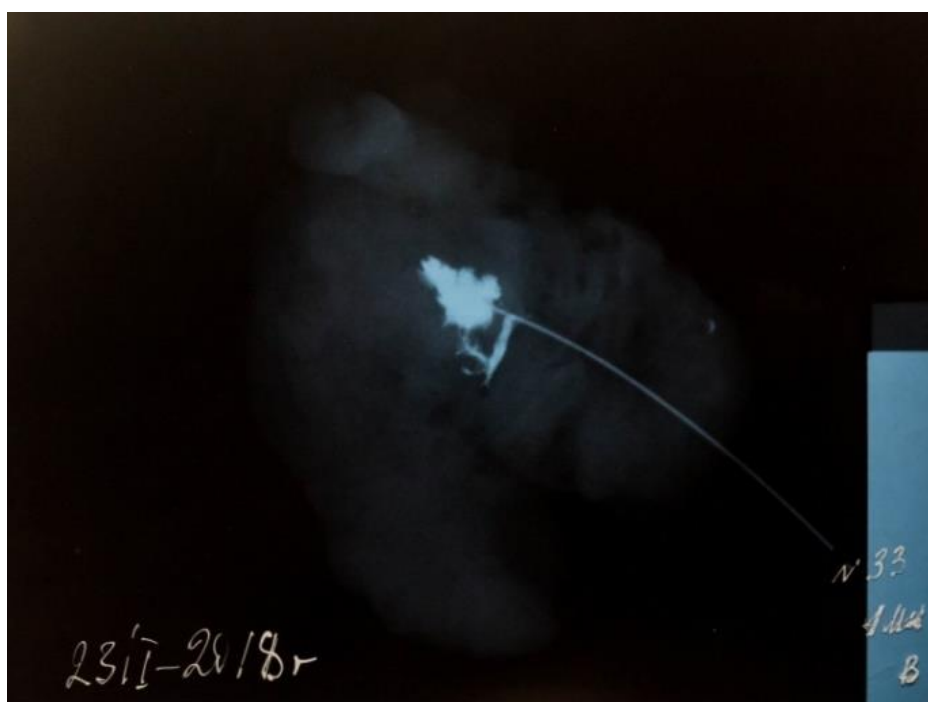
На рентгенограмме панкреатодуоденального комплекса попытка антеградной вирсунгографии: определяется участок контрастированной паренхимы поджелудочной железы с нечеткими и неровными контурами, размерами 25×20 мм. Предположительно контрастируется фрагмент вирсунгова протока длиной 20 мм. Объем введенного контрастного вещества – 1 мл. Заключение: паренхимограмма (Rg 33б).
